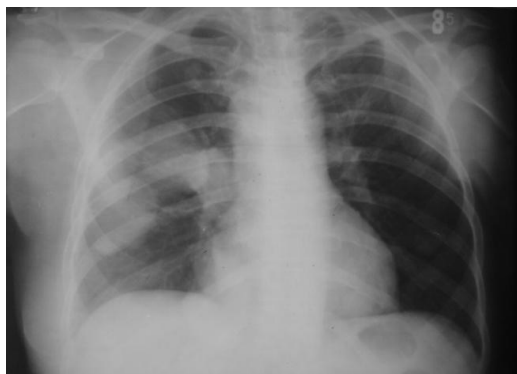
Рентгенограмма ОГК.
